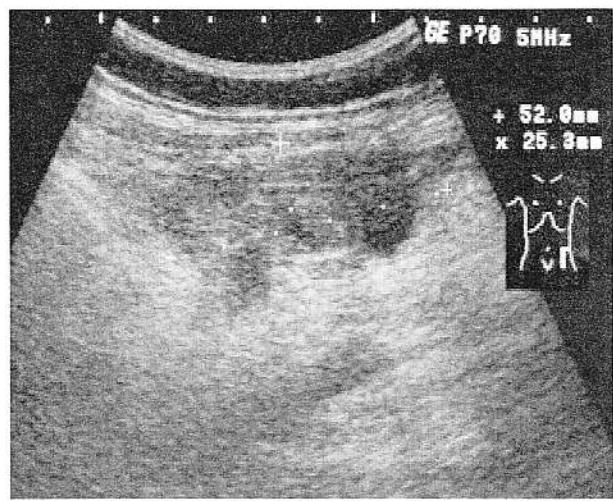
Ecografie abdominală: tumora infiltrează peretele abdominal anterior.
